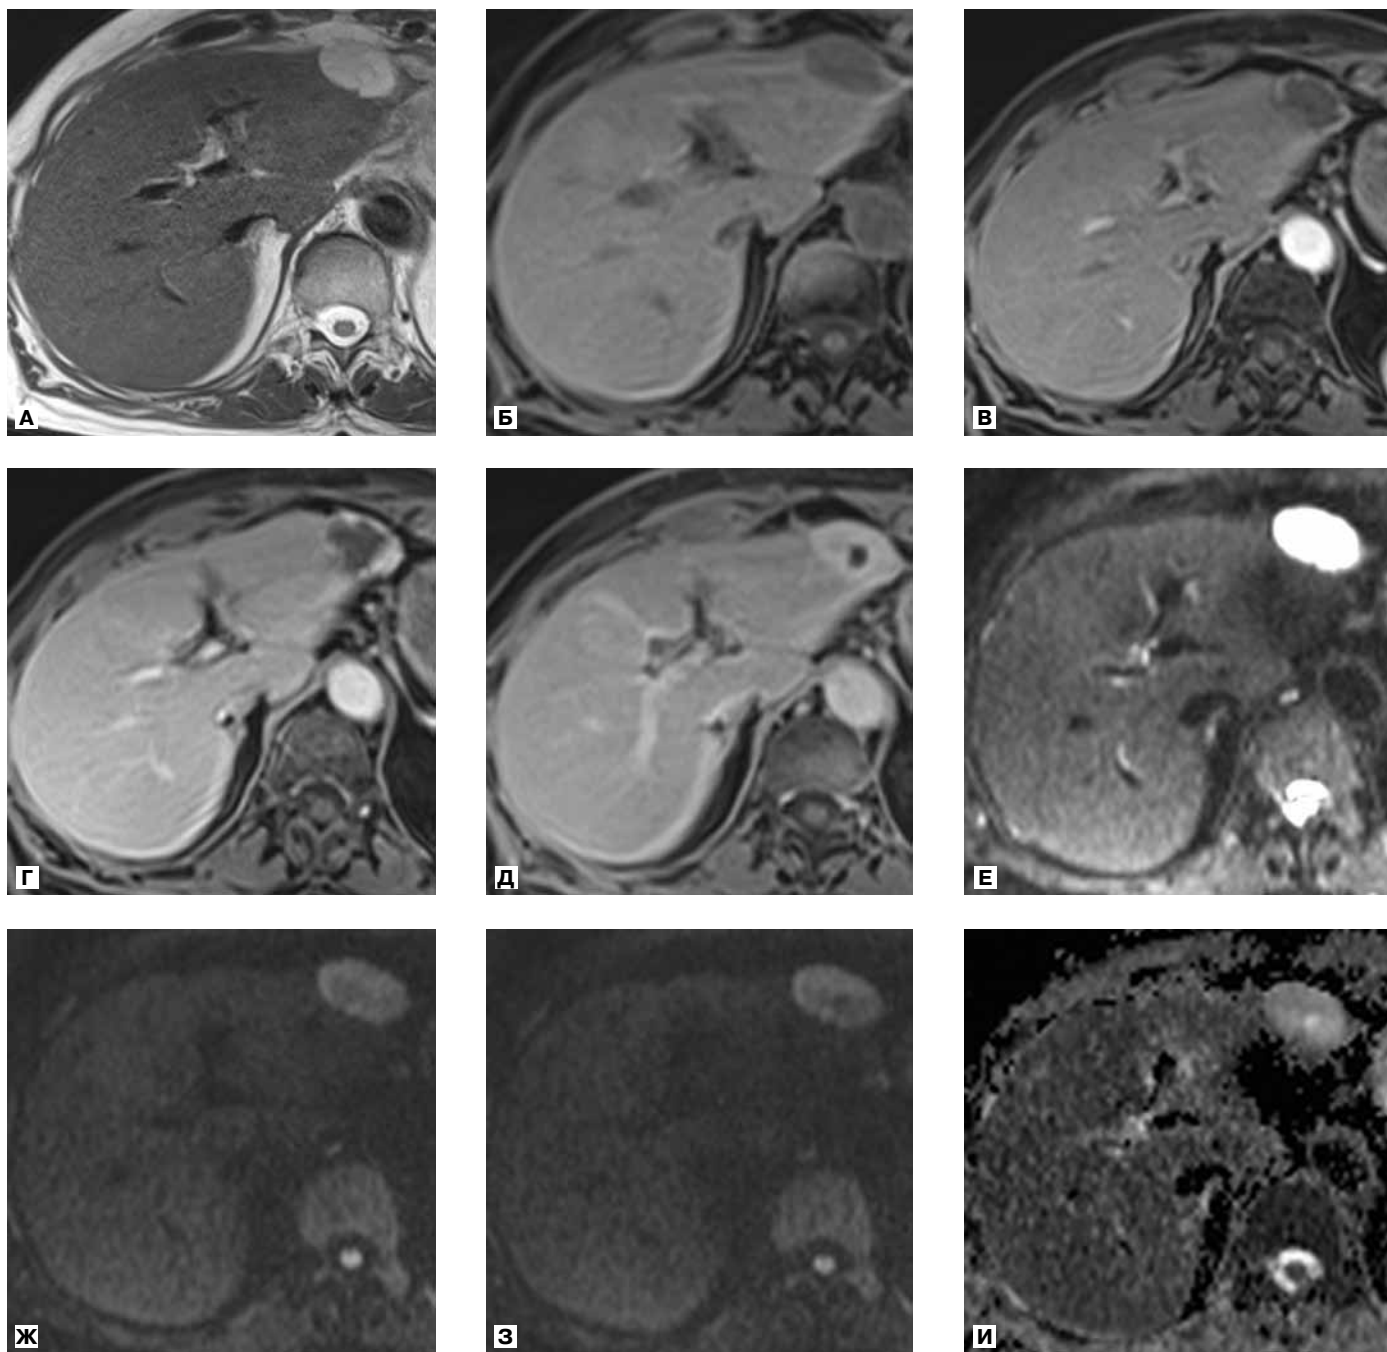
Аксиальные МР-томограммы брюшной полости 67-й М., 76 лет, с гемангиомой печени.
